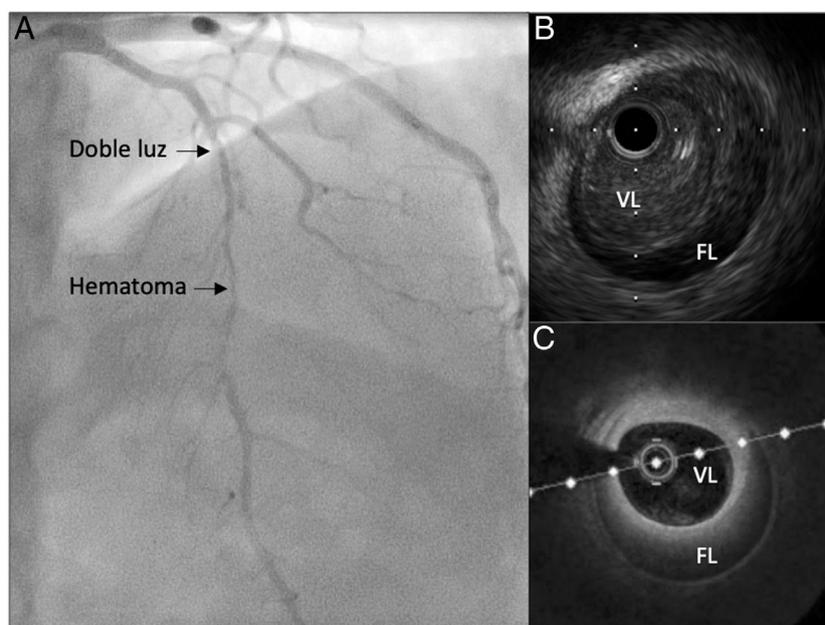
Imagen de disección coronaria espontánea. A: angiografía coronaria típica. B: ecografía intracoronaria. C: tomografía de coherencia óptica. FL: falsa luz; VL: verdadera luz.
